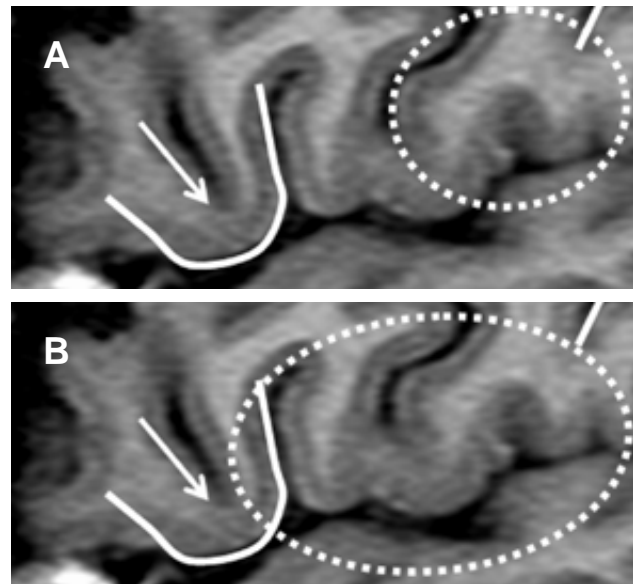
Imágenes de resonancia magnética derivadas de la figura 4, que muestra un acercamiento parasagital del tercer giro frontal izquierdo. A: La línea punteada muestra la región que está relacionada con trastornos del habla (aspecto articulatorio). B: Región cerebral relacionada con trastornos del habla y del lenguaje (aspecto motor simbólico). También puede observarse la región inferior del surco central.
